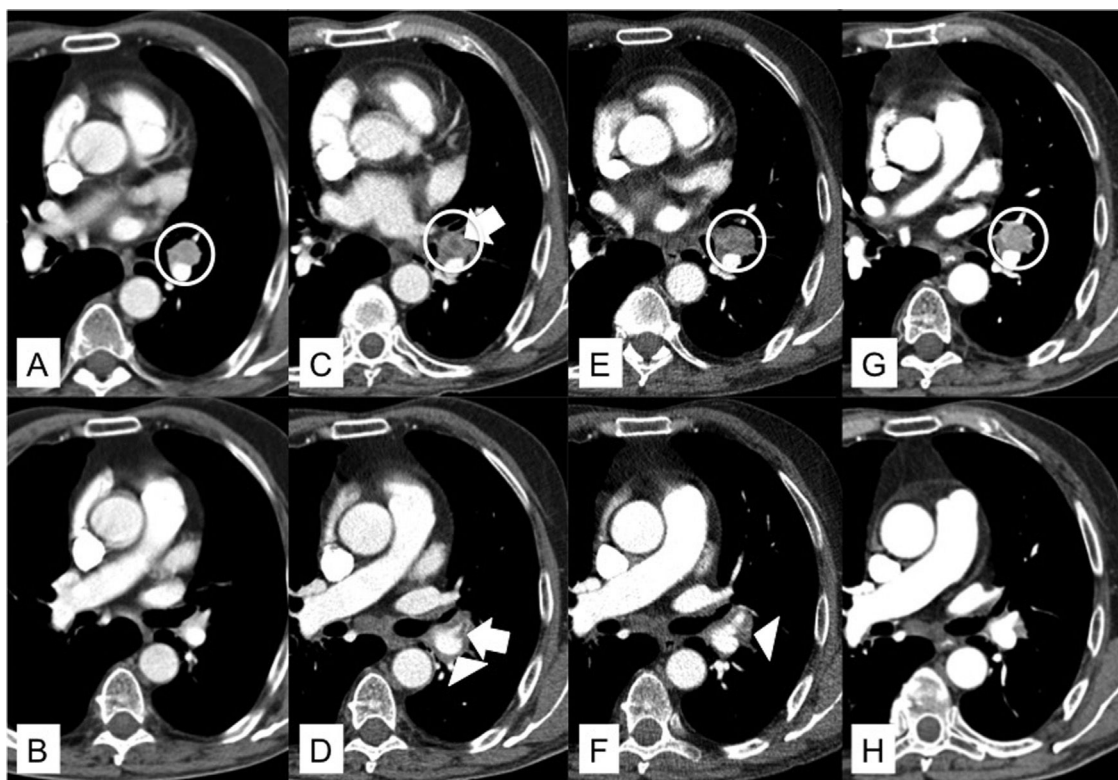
A: TC de tórax en ventana de mediastino a la altura de la bifurcación bronquial. Se identifica una adenopatía patológica e hipercaptante en el hilio izquierdo (circunferencia blanca). B: TC de tórax en ventana de mediastino a la altura de la arteria pulmonar derecha. Arteria lingular permeable. C: TC de tórax en ventana de mediastino a la altura de la bifurcación bronquial, 34 días después de A. Se objetiva la aparición de un foco hipodenso (flecha blanca) en el seno de la adenopatía hilar izquierda (circunferencia blanca). D: TC de tórax en ventana de mediastino a la altura de la arteria pulmonar derecha, 34 días después de B. Aparición de un trombo agudo de disposición central en la arteria lingular (flecha blanca) y un rodete inflamatorio que engloba las estructuras vasculares del hilio izquierdo (cabeza de flecha blanca). E: TC de tórax en ventana de mediastino a la altura de la bifurcación bronquial, 44 días después de A. La adenopatía hilar izquierda persiste con mayor aumento de volumen (circunferencia blanca). F: TC de tórax en ventana de mediastino a la altura de la arteria pulmonar derecha, 44 días después de B. Resolución del trombo en el interior de la arteria lingular, pero con persistencia del rodete inflamatorio alrededor de los vasos hiliares izquierdos (cabeza de flecha blanca). G: TC de tórax en ventana de mediastino a la altura de la bifurcación bronquial. Recuperación de las características iniciales de la adenopatía hilar izquierda, 69 días después de A. H: TC de tórax en ventana de mediastino a la altura de la arteria pulmonar derecha, 69 días después de B. Resolución del rodete inflamatorio que acompañaba a los vasos hiliares izquierdos.
